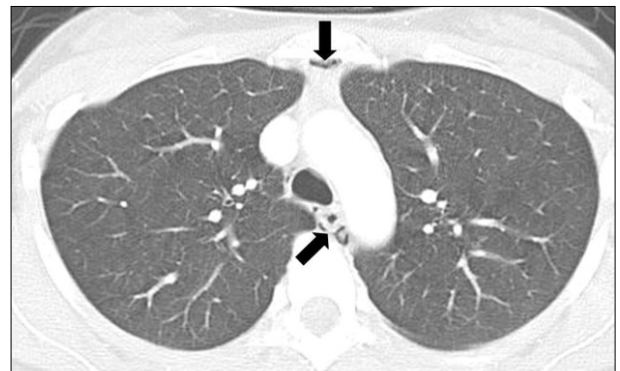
Chest CT demonstrates pneumomediastinum in the anterior and middle mediastinum (arrows).
